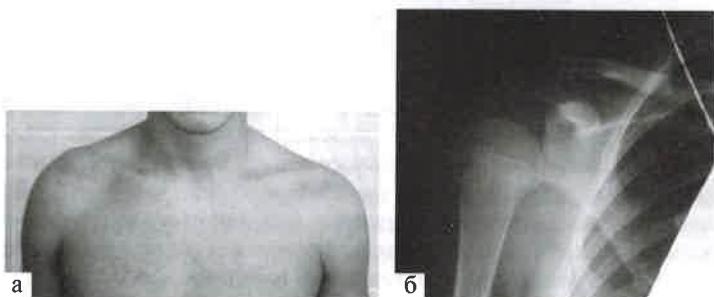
Рецидивирующий вывих правого плеча. Лечение рецидивирующего вывиха в плечевом суставе (а) после отрыва хрящевой губы от суставного отростка лопатки методом артроскопической стабилизации плечевого сустава с использованием якорных фиксаторов. Рентгенограмма, прямая проекция: б — рецидивирующий вывих правого плеча, подвывих плечевой кости
